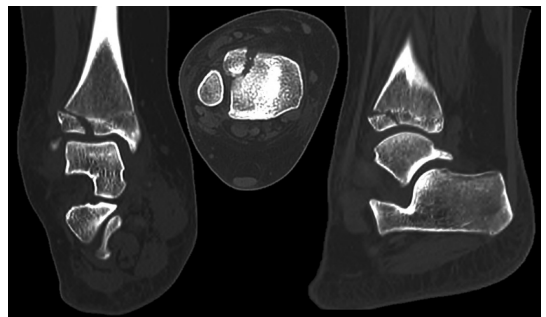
Tomografía computada de tobillo derecho de una niña de 14 años, evidenciando el desplazamiento intraarticular de una fractura tipo Tillaux juvenil, con gap articular significativo.
